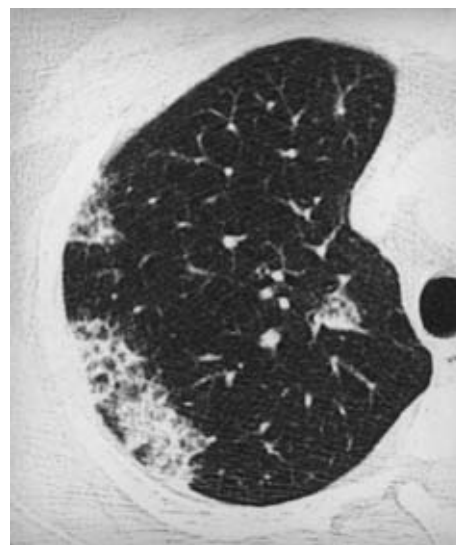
Chest CT (2mm collimation) obtained 2 years after admission. This slice level is the same as that of figure 3. The ground glass opacities were apparently enlarged. Crazy-paving appearance and geographic distribution also presented.
